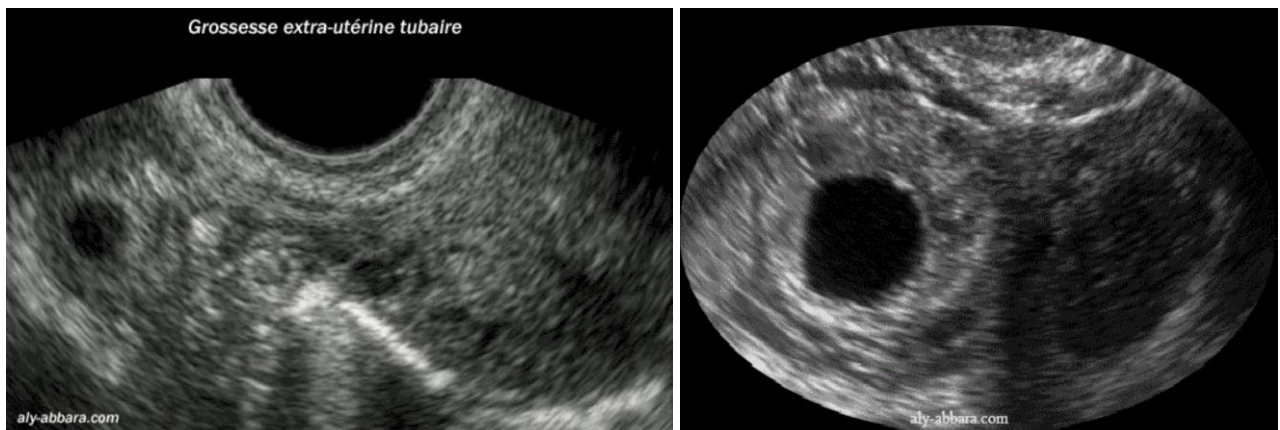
Image échographique : grossesse tubaire (G) d'un oeuf clair extra utérin (D).
